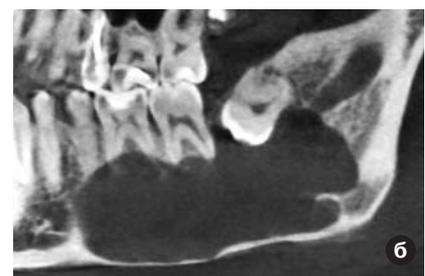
Рентгенограммы больных с эпидермоидными кистами челюстей.
